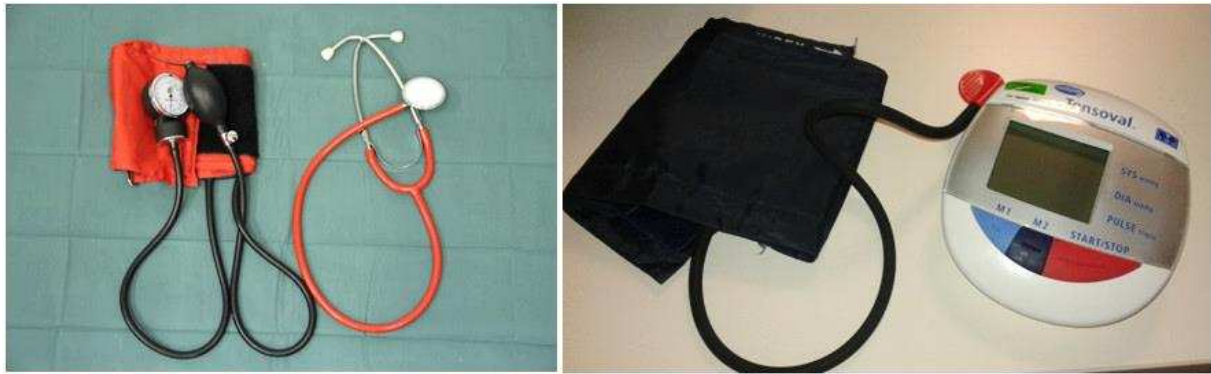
Vlevo: měření TK palpační metodou, vpravo: měření TK auskultační metodou
